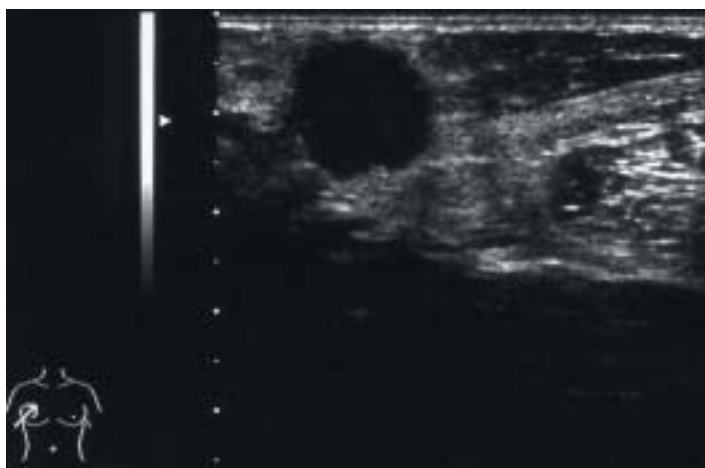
第3回目受診時の超音波画像所見。境界明瞭かつ粗造な低エコー腫瘍が認められ、悪性腫瘍が強く疑われる。
